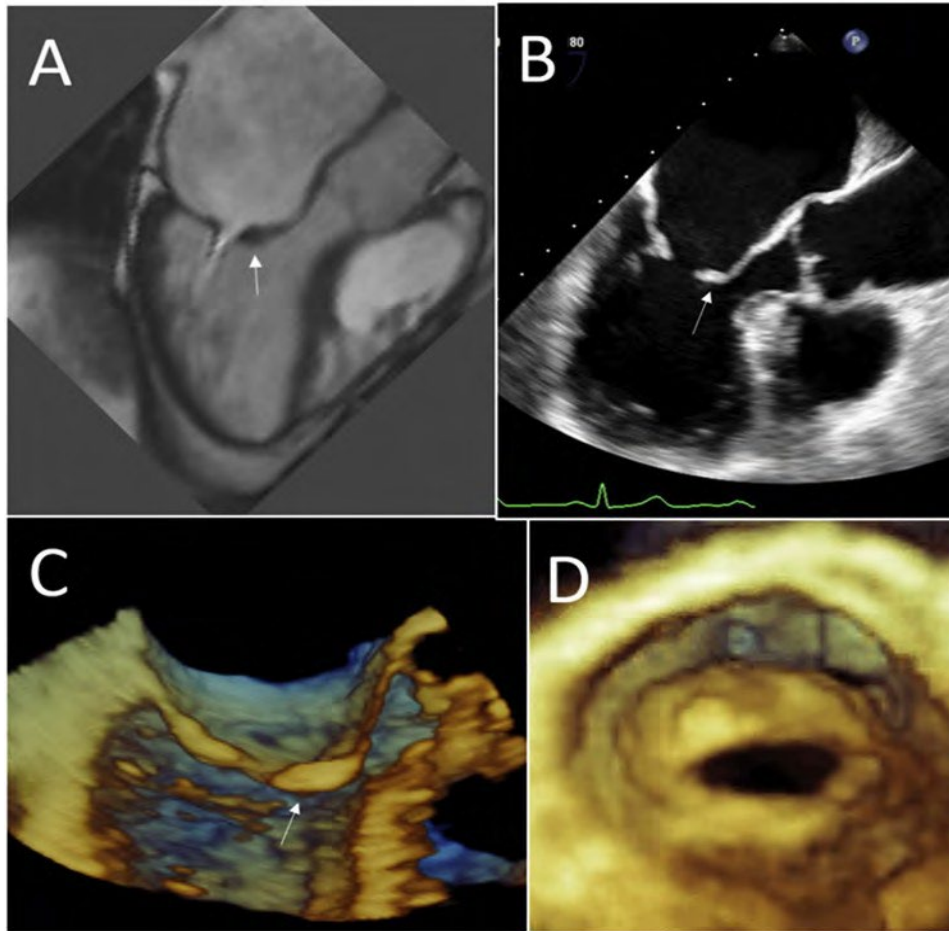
Aspectos característicos de la EM reumática. Se puede ver el abovedamiento de la valva mitral anterior en la resonancia magnética cardíaca (flecha, A), imágenes de ETE 2D (B) e imágenes de ETE 3D (C). Las imágenes tridimensionales frontales (perspectiva del VI) muestran el aspecto de la VM EN “boca de pescado” (D).
